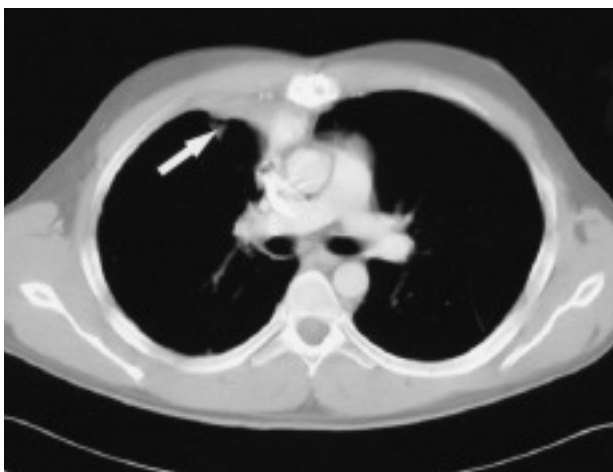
Tomografía computarizada torácica que permite apreciar una masa mediastínica anterior que correspondía a un linfoma de Hodgkin.
